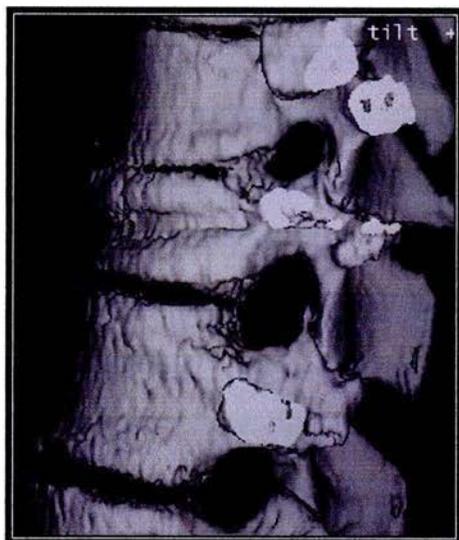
Fractura por compresión. (Reconstrucción volumétrica de imagen en TAC)
